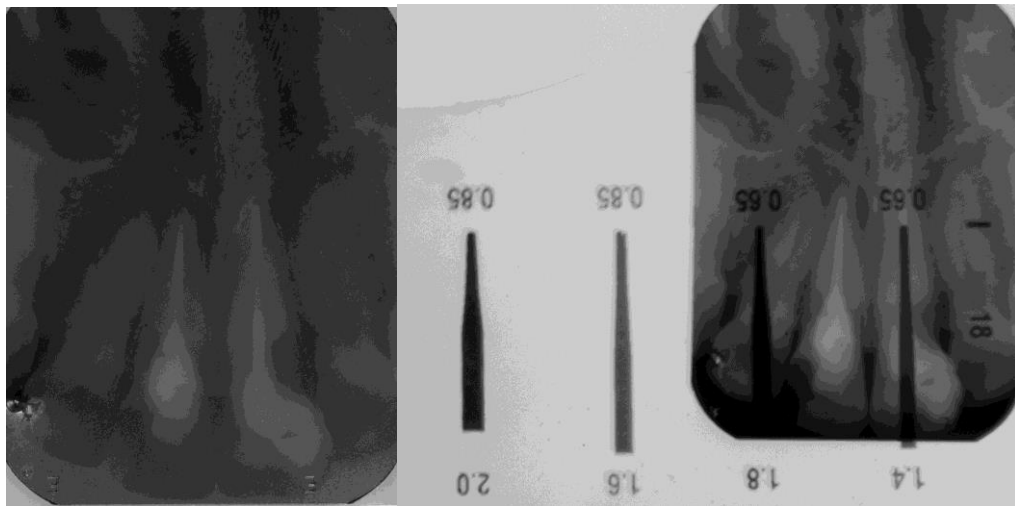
Radiografia pré-operatória e régua em posição para seleção do pino.
